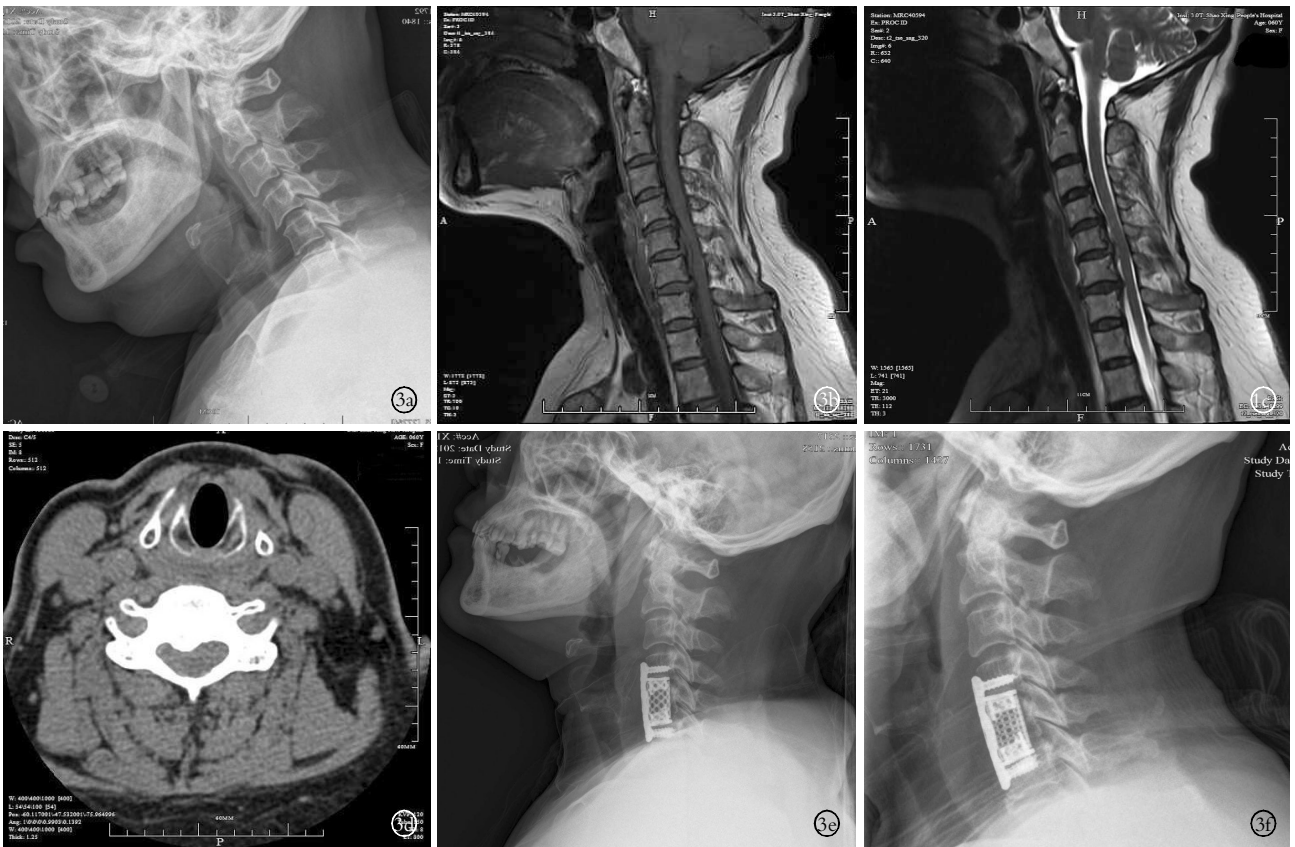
女, 60 岁, 脊髓型颈椎病 3a, 3b, 3c, 3d. 术前 X 线片、MRI 及 CT 示颈椎后凸畸形, C<sub>4,5</sub>、C<sub>5,6</sub> 椎间盘突出且 C<sub>5</sub> 后方骨赘形成 3e. 行前路 C<sub>5</sub> 椎体次全切除钛网植骨融合内固定术, 钛网两端加用终板环, 术后 1 周颈椎内固定及钛网位置理想, 后凸畸形得到纠正, 神经症状缓解 3f. 术后 1 年钢板螺钉无松动, 钛网无明显沉降, 神经症状未有加重
